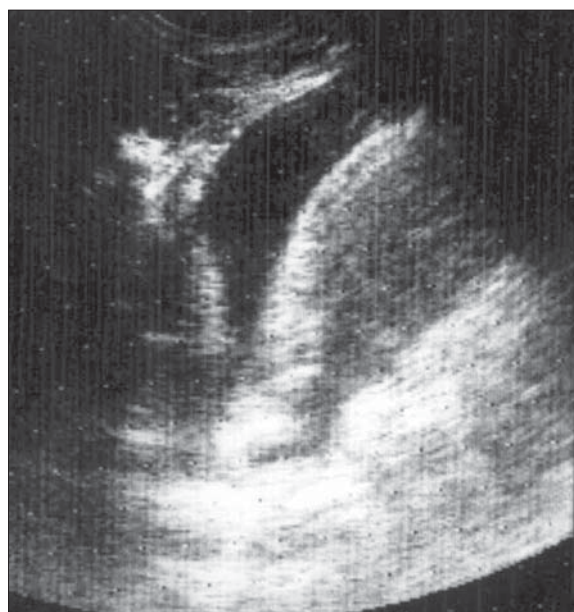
Ecografie toracică folosind ca fereastră spațiul intercostal. Supradiafragmatic se constată o zonă transsonică bine delimitată. Pleurezie în cantitate mică.
